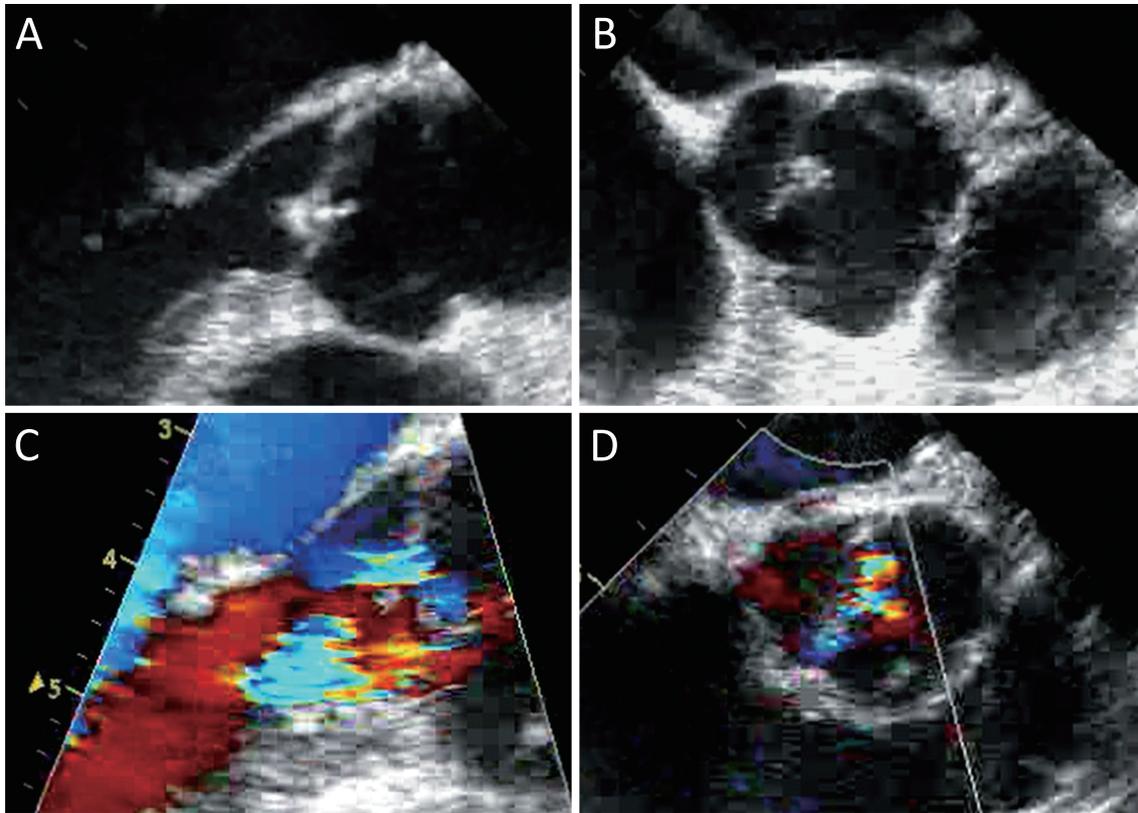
Transesophageal echocardiography obtained on day 8 (A, B, C, D).
